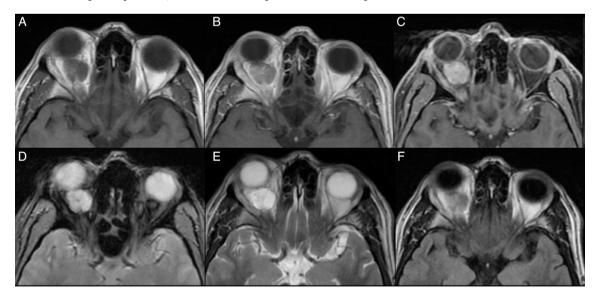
Resonancia magnética de órbitas, con proyecciones axiales de la misma región orbitaria a nivel de la tumoración. A) Secuencia T1. B) gadolinio. C) Gadolinio y saturación grasa. D) Eco de gradiente. E) T2. F) FLAIR, la neoplasia es hipocelular por el aspecto isointenso al líquido cefalorraquídeo en T1 y T2, muestra reforzamiento homogéneo e intenso en C con saturación de la grasa circundante. La tumoración ejerce efecto de volumen sobre las estructuras musculares y nerviosas en su periferia.
